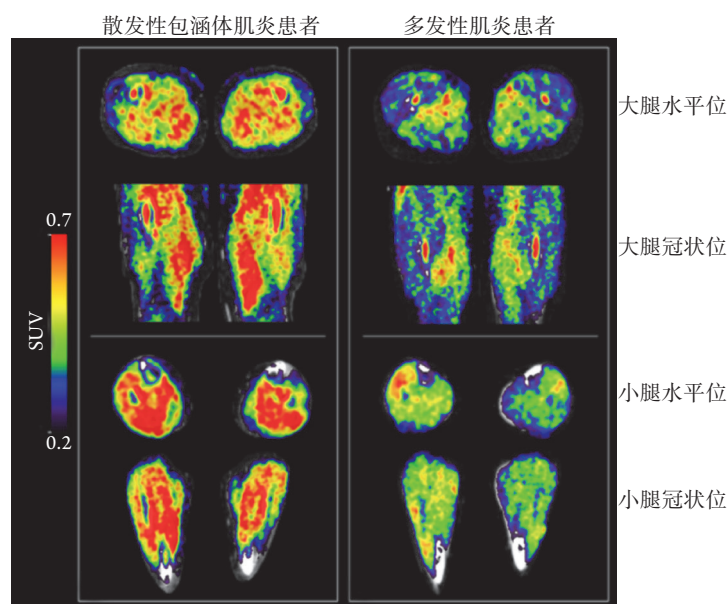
散发性包涵体肌炎患者与多发性肌炎患者的¹⁸F-florbetapir PET/CT图像^[21]
